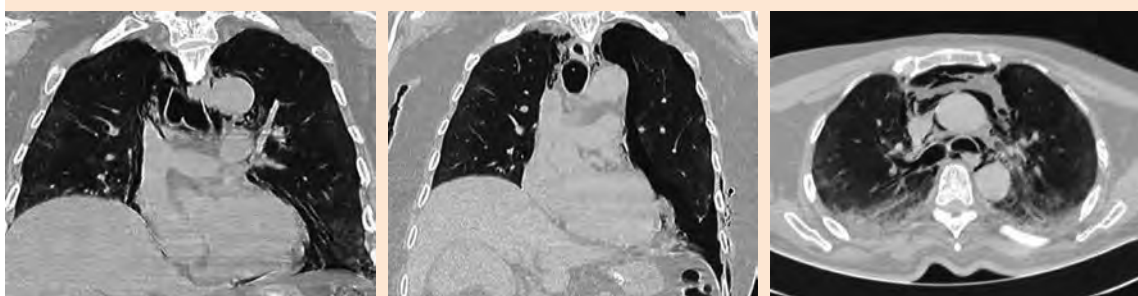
Tomografía simple de tórax que muestra afectación grave, con imagen en vidrio despolido, neumotórax bilateral y neumomediastino.
